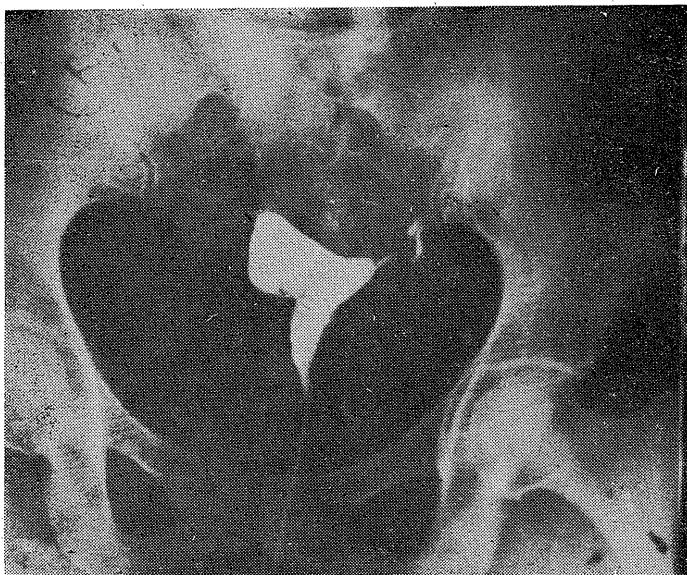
1- Tüpleri-açık bir vakanın kortrol grafisi.
